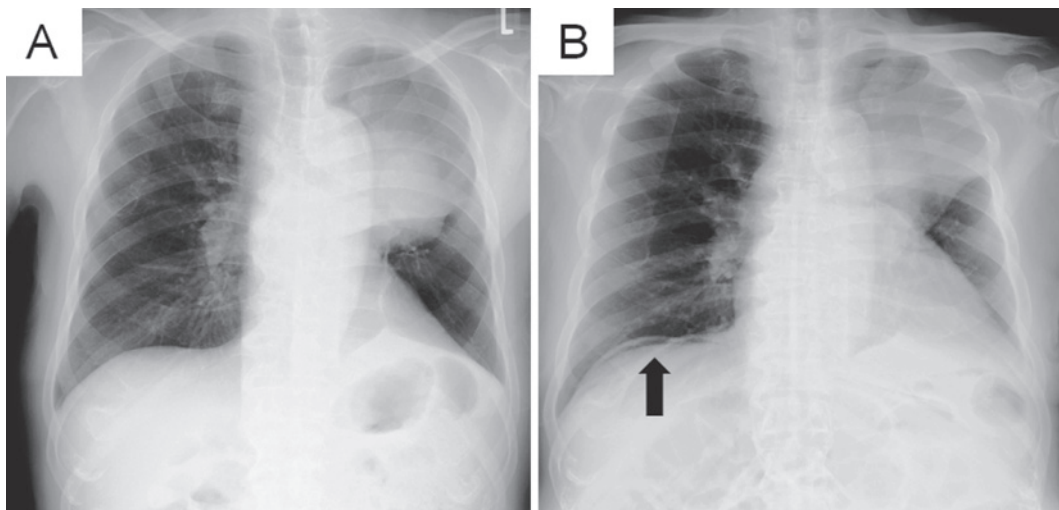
A) Chest X-ray showing a mass in the left middle lung field associated with atelectasis of the upper lobe on admission. B) Chest X-ray showing the presence of free gas under the right diaphragm (arrow) at the onset of PCI.
